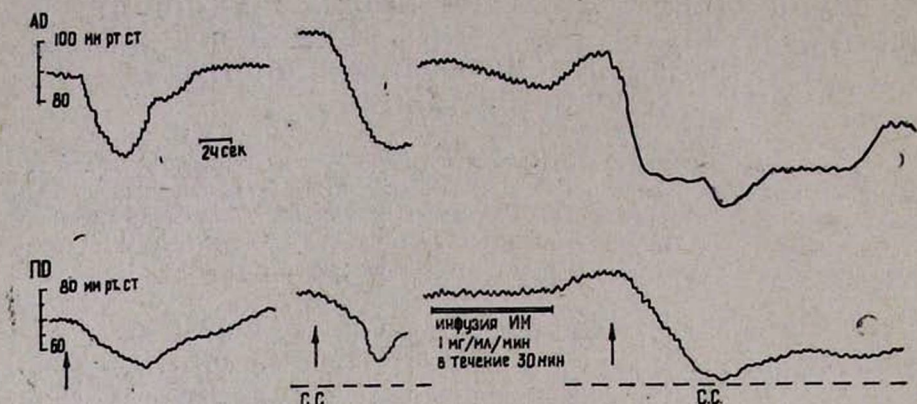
Влияние индометацина на сопротивление мозговых сосудов и системное артериальное давление под влиянием папаверина в условиях стимуляции шейного симпатического нерва кошек. Обозначения: — инфузия индометацина, ---- стимуляция шейного симпатического нерва. Стрелками обозначены моменты введения папаверина (2 мг/кг внутривенно).
